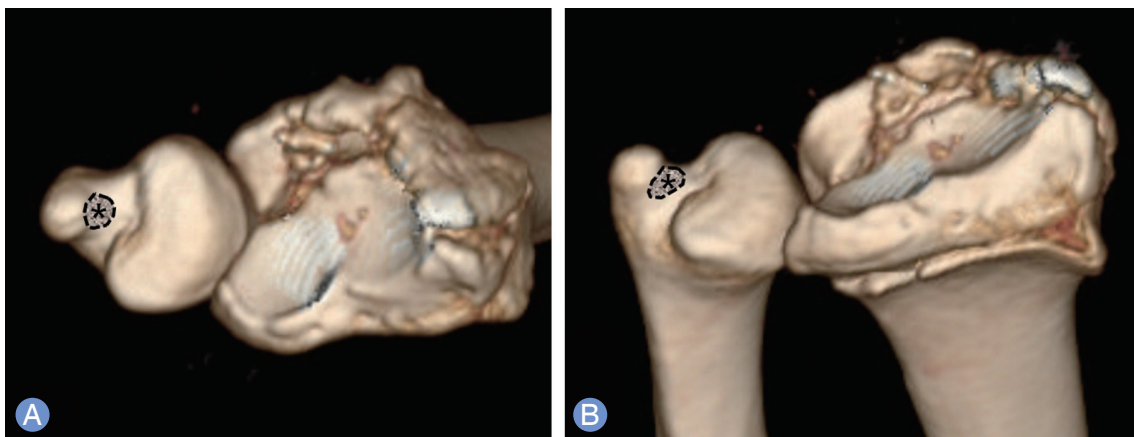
Fovea of ulnar styloid process. (*, asterisk in dotted line). (A) Axial view of three-dimensional computed tomography (3D CT) reconstruction image. (B) Anteroposterior-oblique view of 3D CT reconstruction image.
